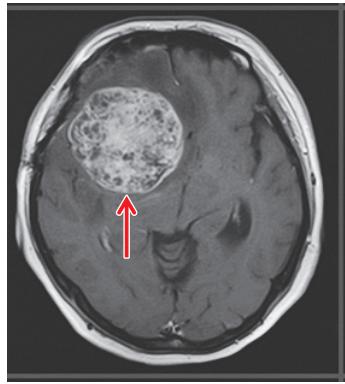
死亡 1 年 10 ヶ月前の頭部 MRI. 右前頭葉に増大した腫瘍を認める（矢印）。
